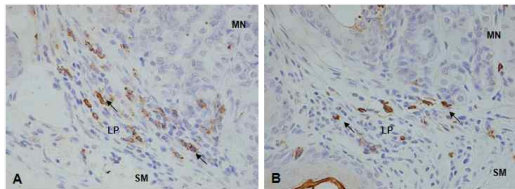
The regulation effect of substance P production by BT.
